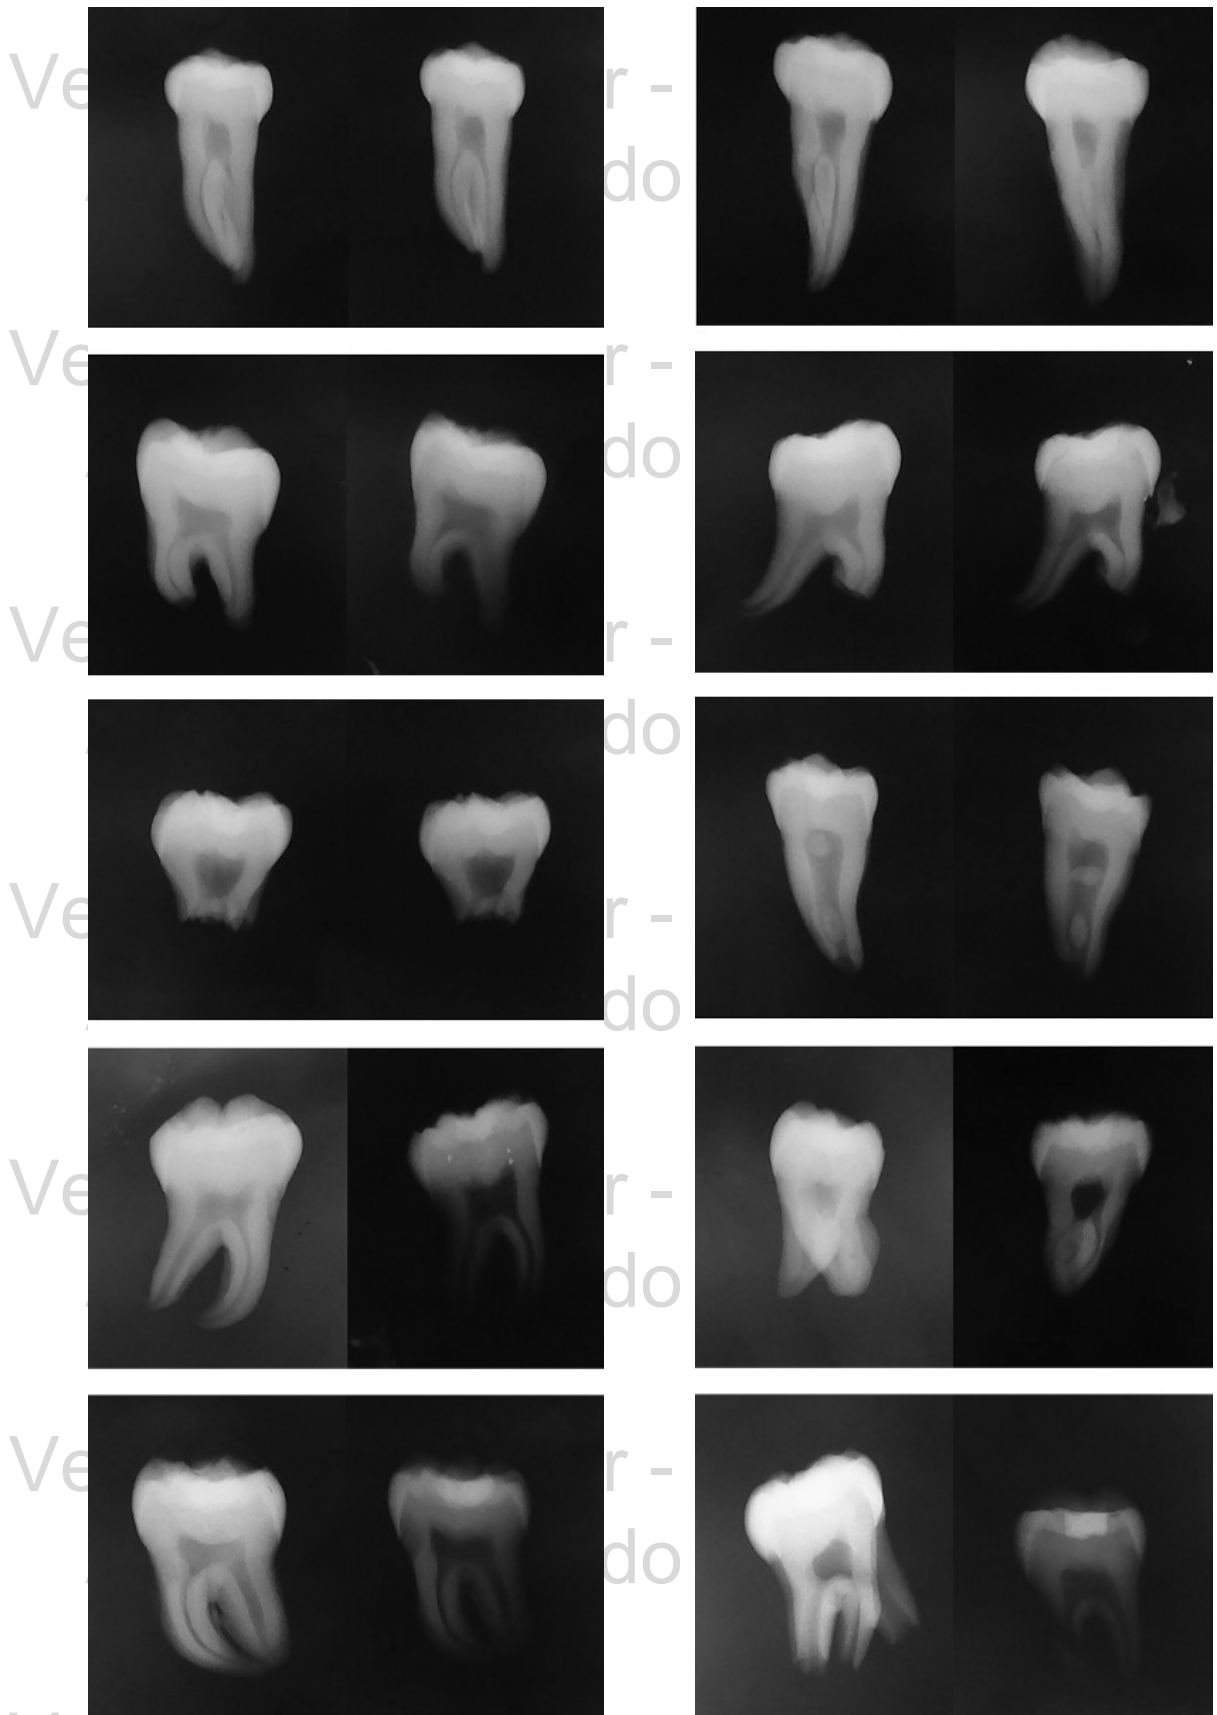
Radiografías antes y después de ser sometidos a 200°C.
